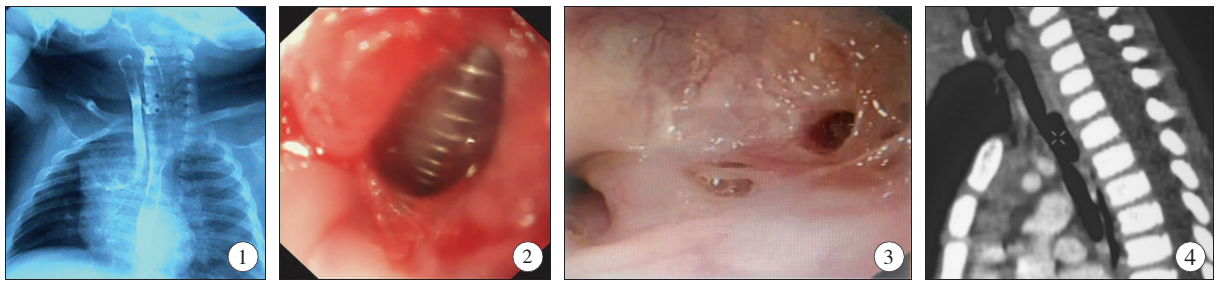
上消化道造影显示瘘口位置; 图 2 胃镜看见瘘口和插管; 图 3 探条扩张形成新瘘口; 图 4 CT 显示瘘口位置
